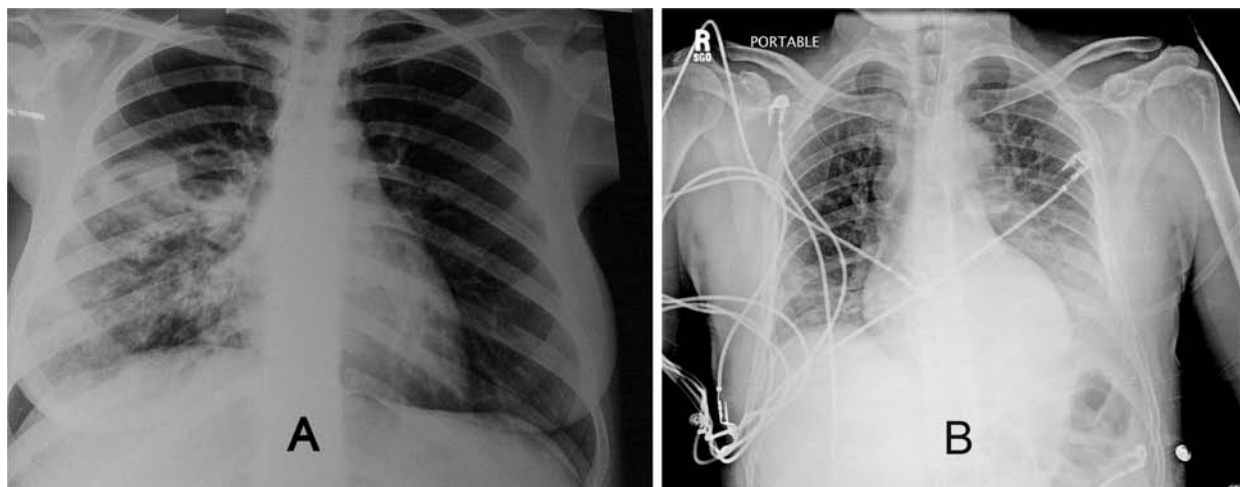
Radiografía de tórax que ilustra una NAC. Obsérvese en A, una radio-opacidad no homogénea con broncograma aéreo hacia la base derecha que sugiere ocupación alveolar. En B, se observa una imagen radio-opaca homogénea que sugiere una condensación neumónica en los 2/3 inferiores del pulmón izquierdo
